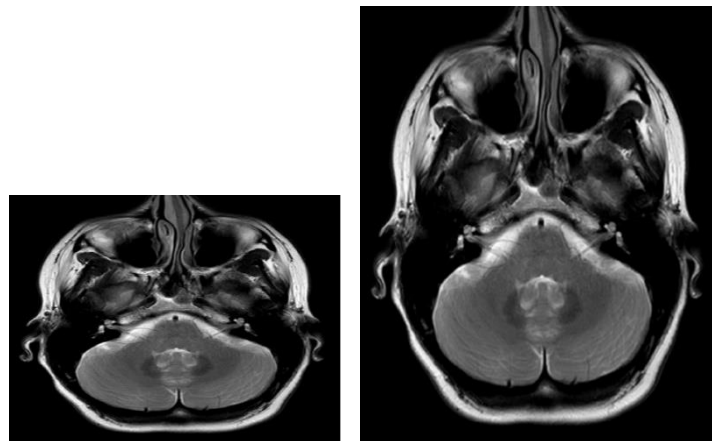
Das Bild ohne (links) und mit räumlichen Metadaten (rechts). Entnommen aus MRI Brain Septum Deviation mit eigener Änderung unter CC BY 4.0. via Wikimedia Commons. Abrufbar unter https://commons.wikimedia.org/wiki/File:MRI_Brain_Septum_Deviation.png?uselang=de Abgerufen am 20.01.2023.
